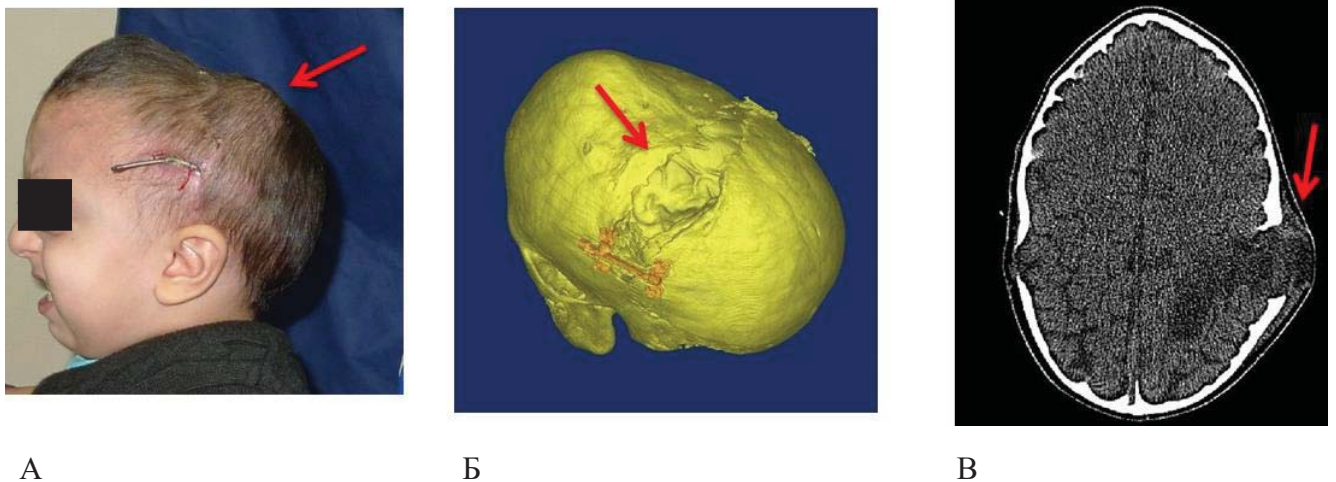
Скрытая раневая ликворея с формированием псевдоэнцефалоцеле. Внешний вид пациента (А); 3D-реконструкция КТ черепа, вид «сверху-слева» (Б); Аксиальный срез компьютерной томограммы (В). Стрелкой указано псевдоэнцефалоцеле, выбухающее в «окно» костного дефекта
